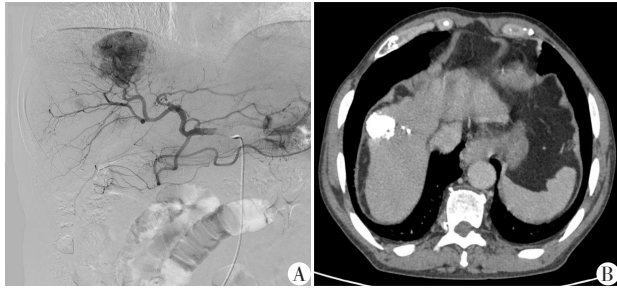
首次TACE术后发生中重度腹痛的HCC患者的DSA(A)和术后CT(B)
